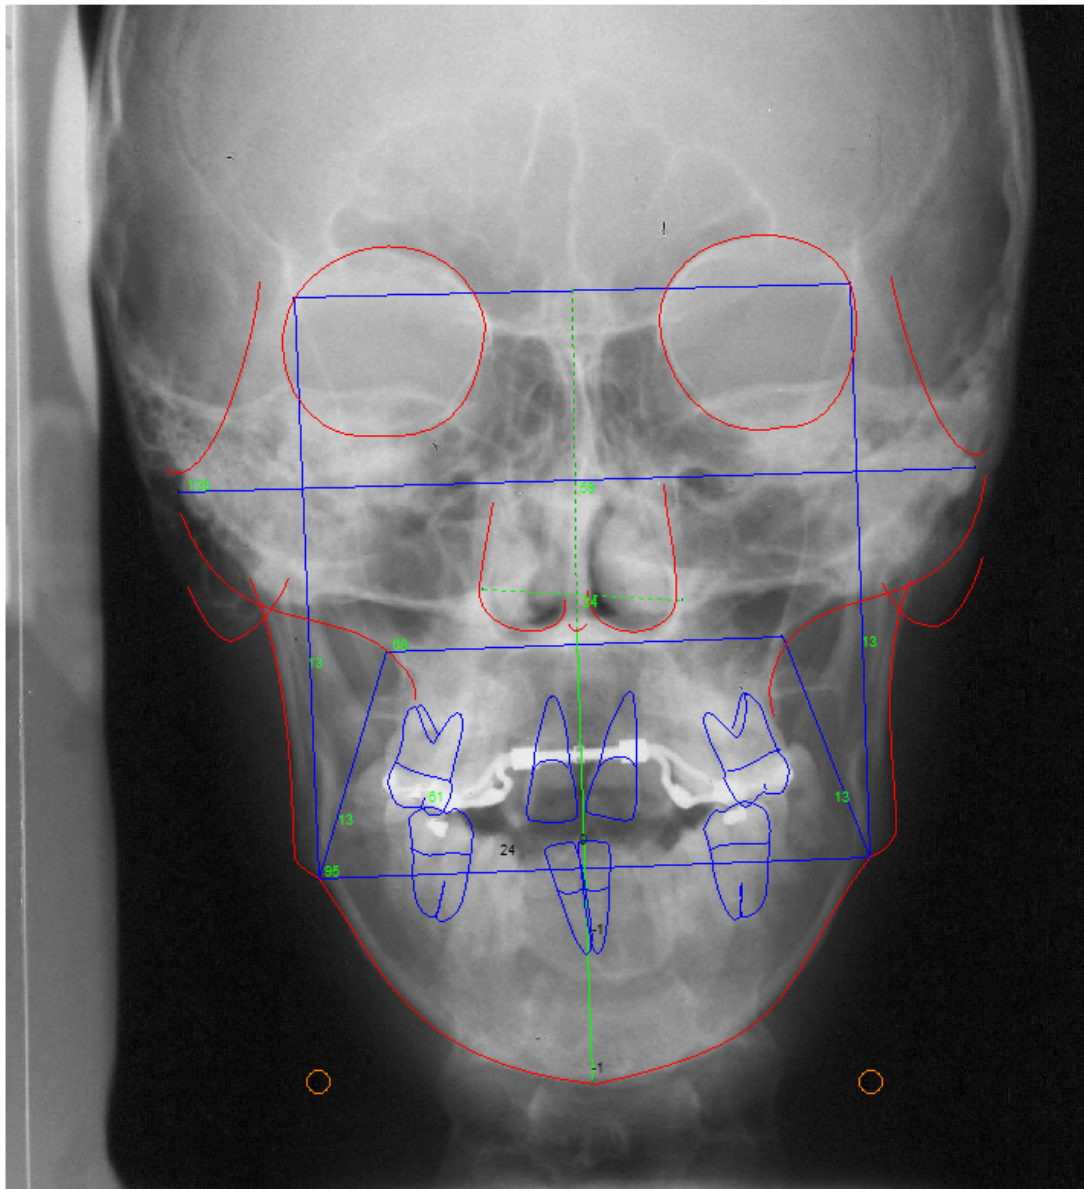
Telerradiografia em norma frontal pós-contenção (T3)
